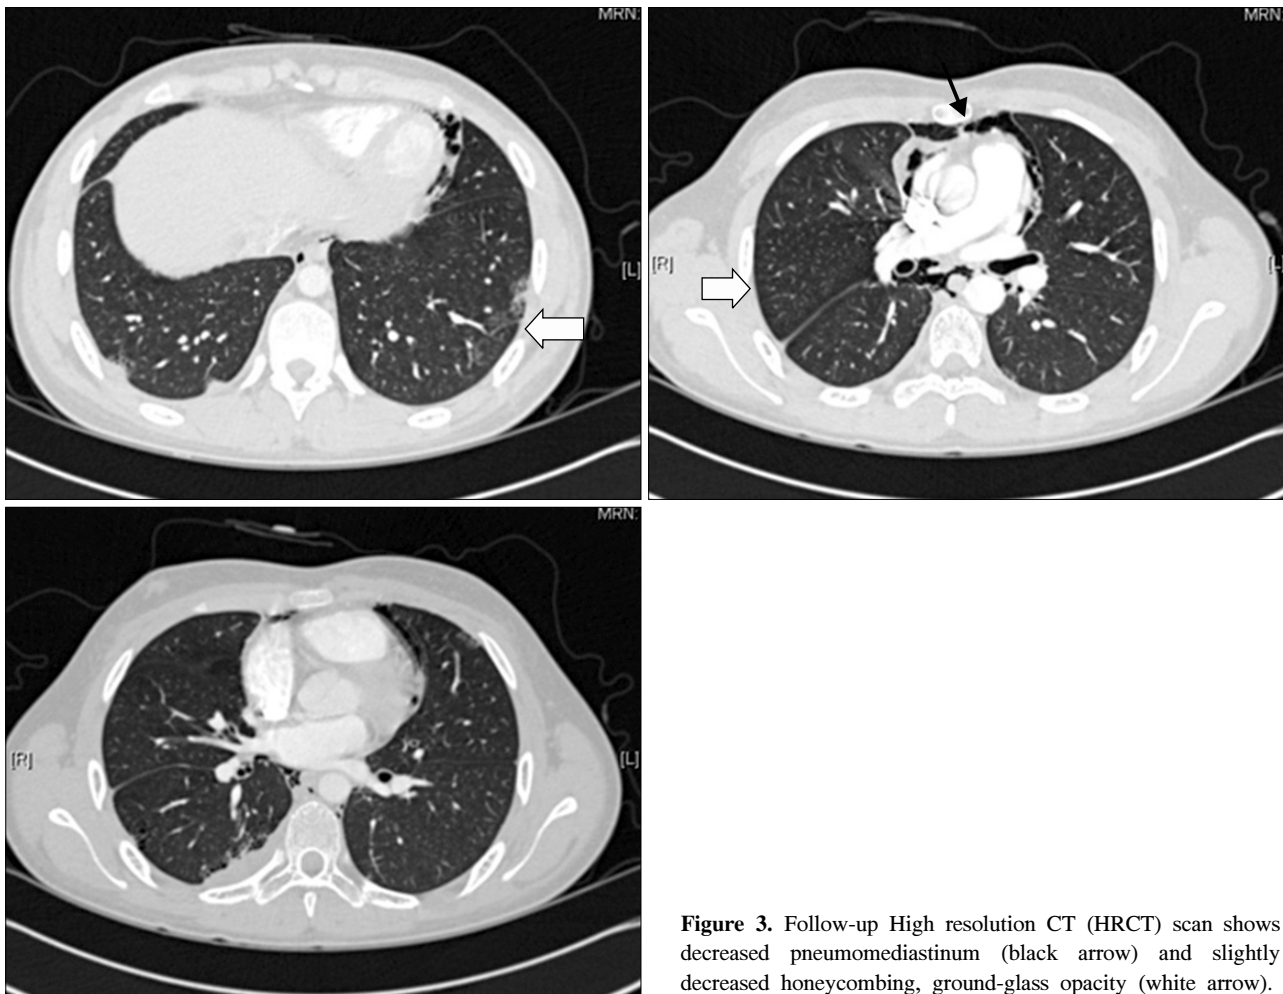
Follow-up High resolution CT (HRCT) scan shows decreased pneumomediastinum (black arrow) and slightly decreased honeycombing, ground-glass opacity (white arrow).
